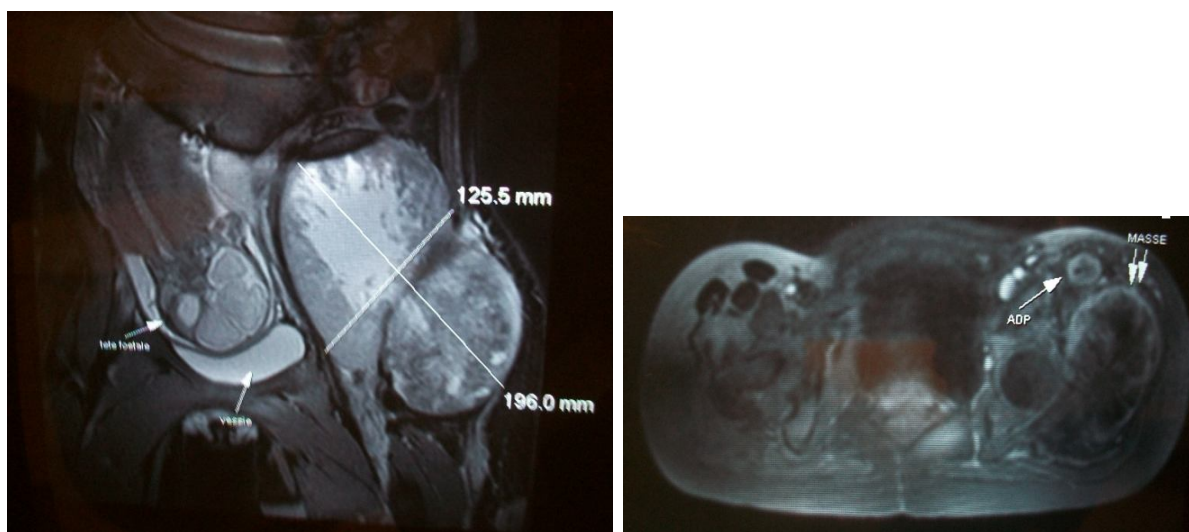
aspect en IRM du cas n°3
